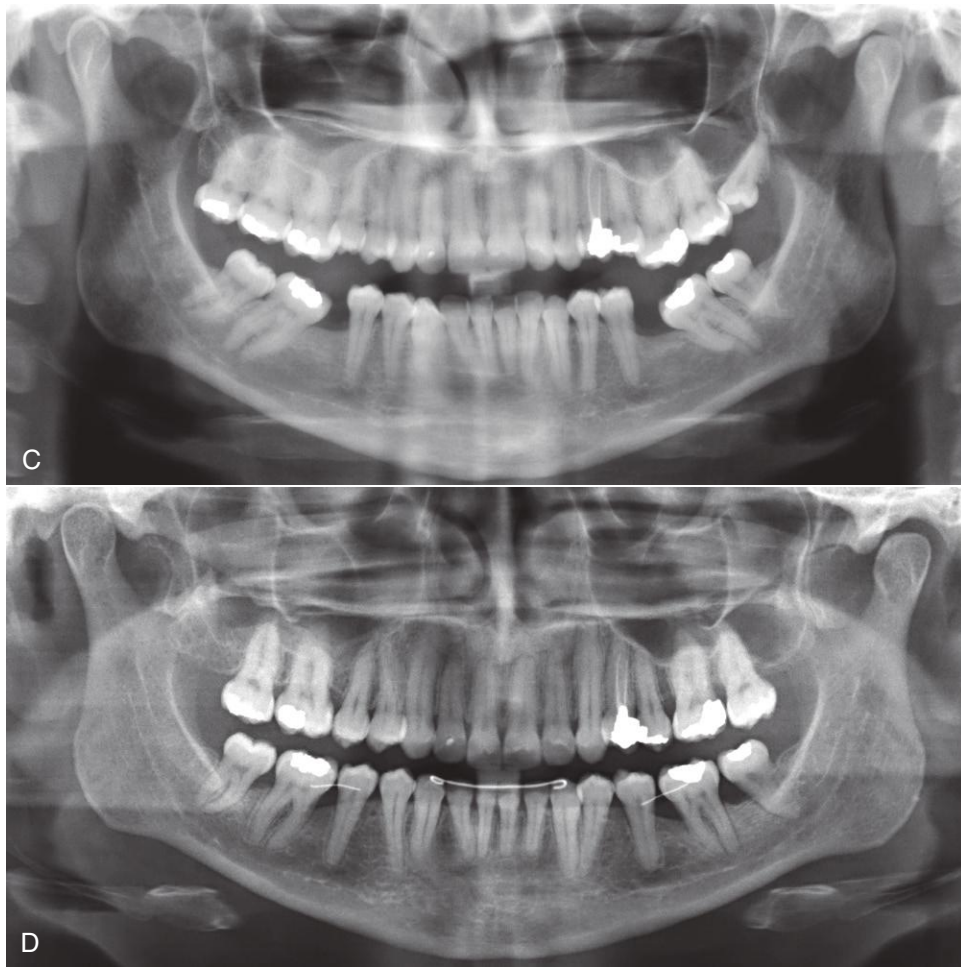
(cont.) C. Radiografía panorámica de un paciente de 39 años que también había perdido sus primeros molares inferiores algunos años atrás. Se planificó un tratamiento ortodóncico general para alinear los dientes anteriores de ambas arcadas, corregir la sobreerupción de los primeros molares superiores y cerrar los antiguos espacios de extracción. D. Una vez completado el tratamiento, para el que se necesitaron 36 meses debido fundamentalmente a que para mover los dientes hacia antiguos huecos de extracción como estos es necesario remodelar el hueso cortical. La zona mesial de los segundos molares presenta un estado periodontal subóptimo y se están utilizando retenedores fijos para mantener cerrados los espacios de extracción, así como para alinear los incisivos. (Por cortesía del Dr. D. Grauer.)
